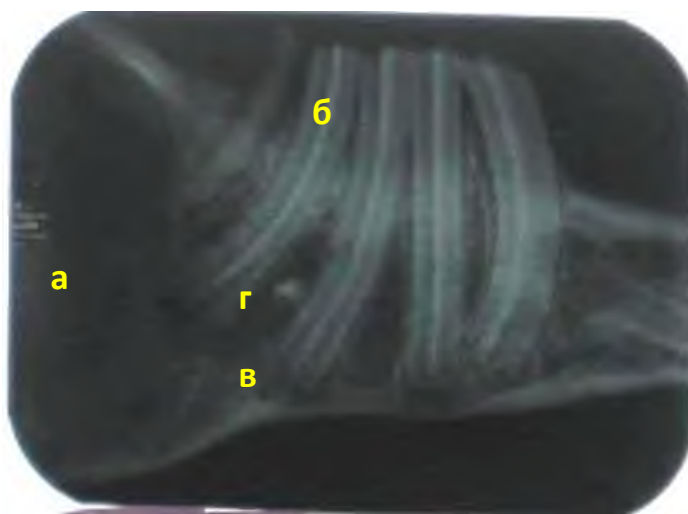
Прицільна рентгенограма зубів кролика з пломбувальним матеріалом: а) альвеолярна кістка; б) зуб кролика; в) зубний мішечок; г) пломбувальний матеріал
